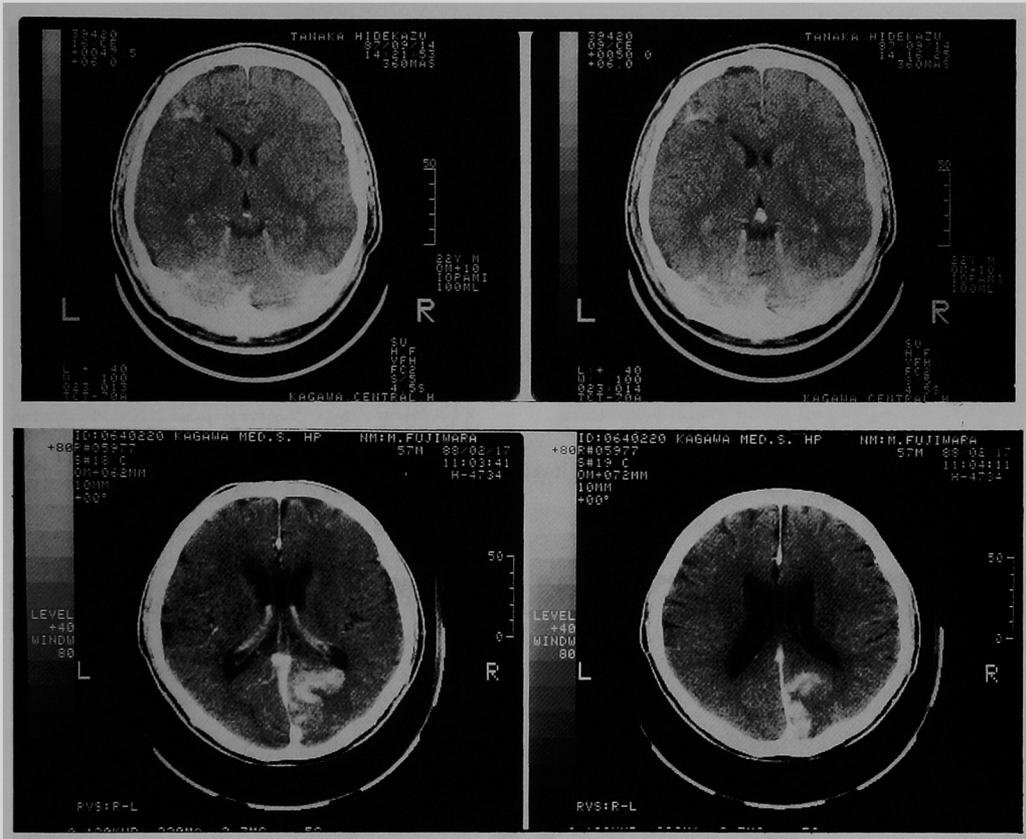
a (上), b (下) 頭部造影CT, aでは単純CTのLDAに一致してenhancement像が, bでは単純CTのLDAを取り巻く様なband-likeのenhancement像が出現.
